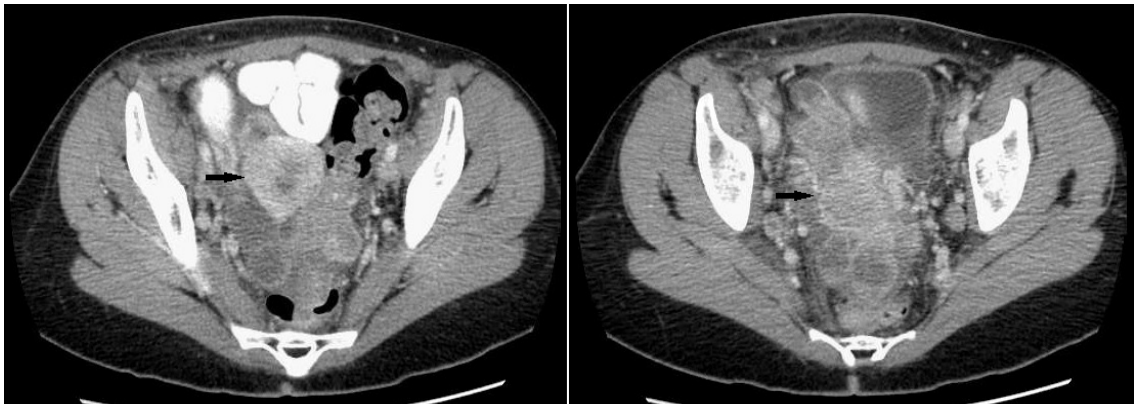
Imágenes de la TAC abdominopélvica en la que se objetiva una masa de posible origen ovárico y características neoplásicas.
